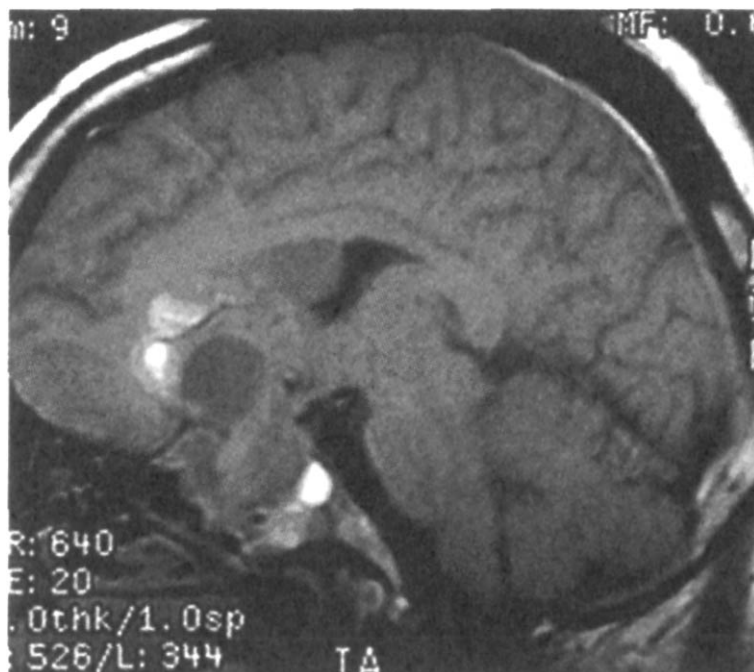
МР-томограмма пациента с гигантской пролактиномой
